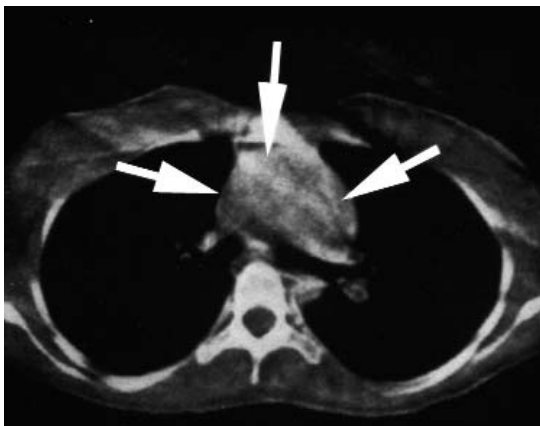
Thorax-CT mit Nachweis einer thymomverdächtigen Struktur in der Thymusloge im vorderen Mediastinum (Pfeile)
